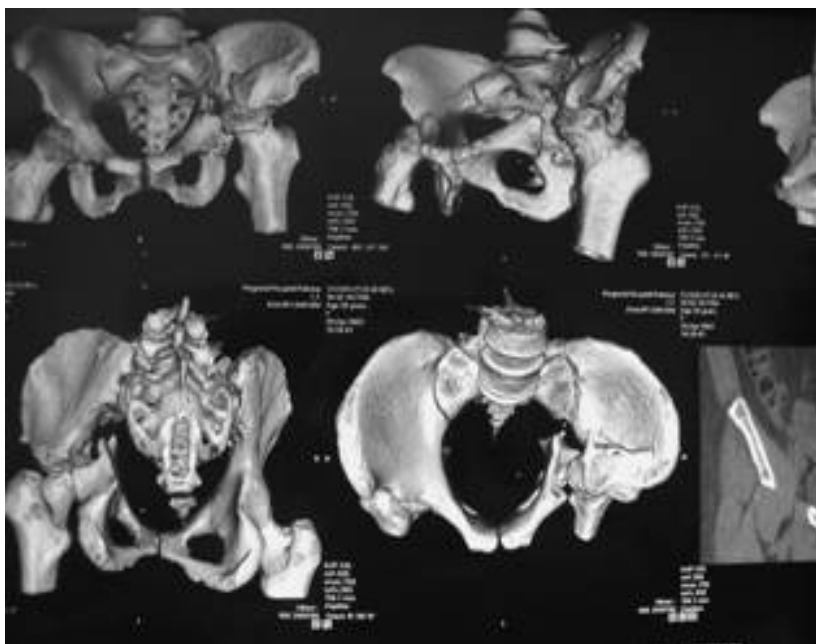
Метод пространственного изображения (3 Dimensional tomography)
